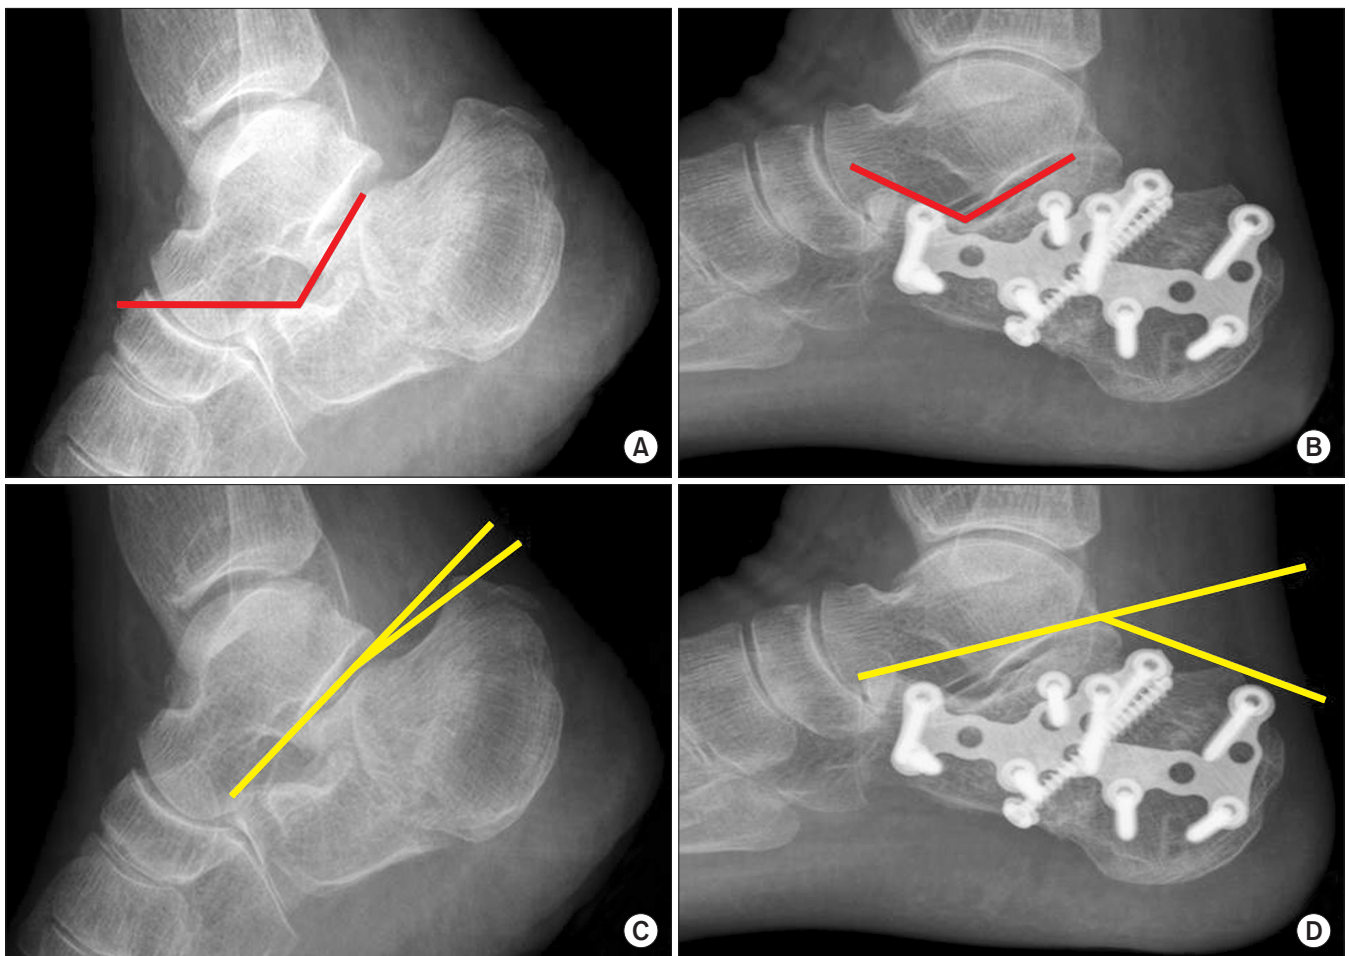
The radiographs show preoperative Gissane angle (A), postoperative Gissane angle (B), preoperative Böhler angle (C), and postoperative Böhler angle (D).
